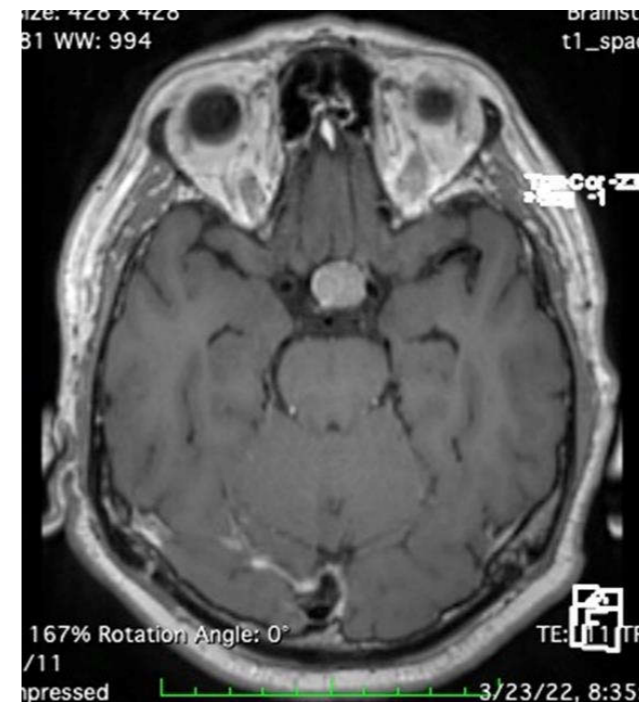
IRM Adenom hipofizar trans
